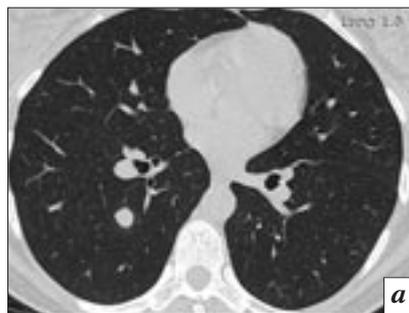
МСКТ, аксиальный срез на уровне устья нижнедолевых бронхов:
